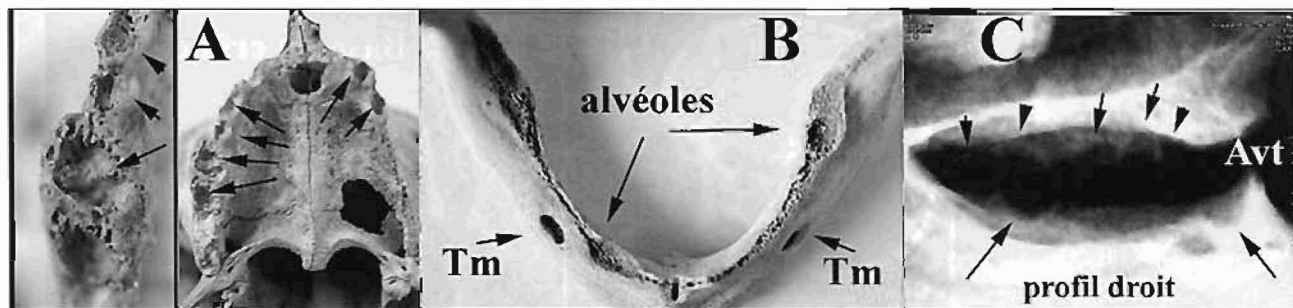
A. Bébé, arcade alvéolaire maxillaire et alvéoles restants. B. Bébé arcade alvéolaire mandibulaire. Tm: trous mentonniers C Radiographie de profil des arcades alvéolaires montrant les alvéoles peu profonds. (© clichés J.Granat, CIMI).
